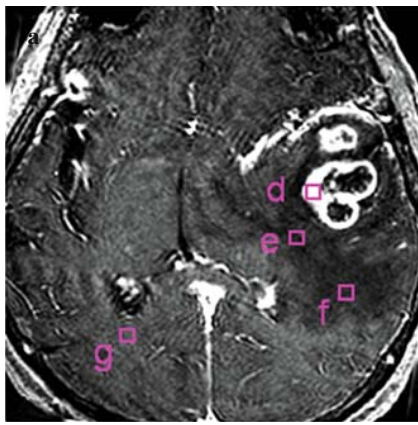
Conventional T1-weighted contrast-enhanced (a) and T2-weighted (b) images and cerebral blood volume (CBV) map (c) in a patient with a temporal glioblastoma. Margins (d): area nearly isointense to grey matter (tumour) (e) and area scarcely isointense to cerebrospinal fluid (oedema) (f) surrounding the tumour, and contralateral normal white matter (g). Note the marked increase of CBV in the margins; CBV in tumour is higher than in oedema, and in both, it is different from normal white matter.
